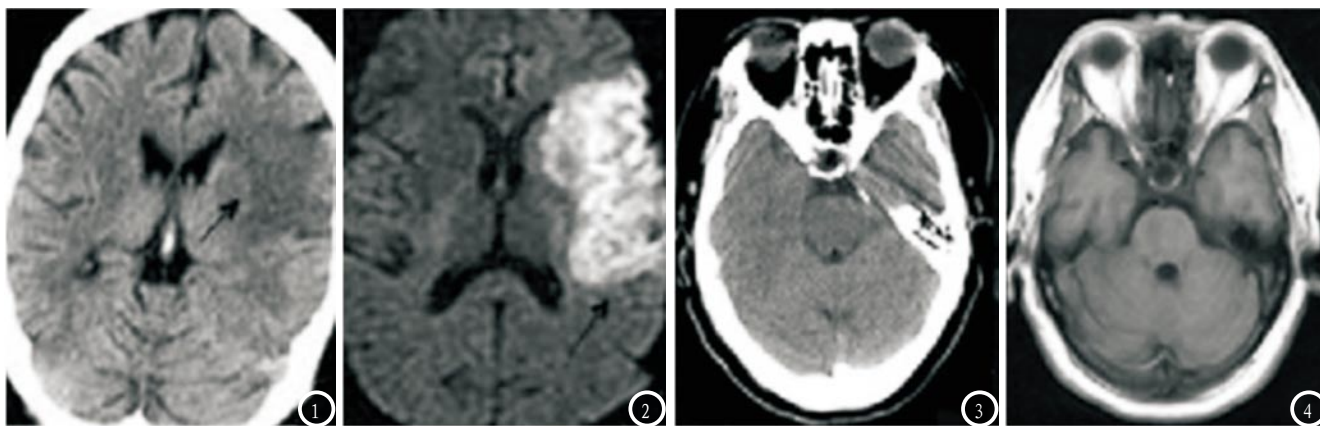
为同一患者MSCT及MRI检查结果, 其中MSCT提示患者左侧岛叶存在略低密度灶, 边界模糊, 血源性水肿, MRI DWI扫描能清晰提示梗塞病灶与其面积; 图3-4 为同一患者MSCT及MRI检查结果, MSCT检查未提示任何异常, MRI 检查中T₂WI略高信号, 提示异常。
